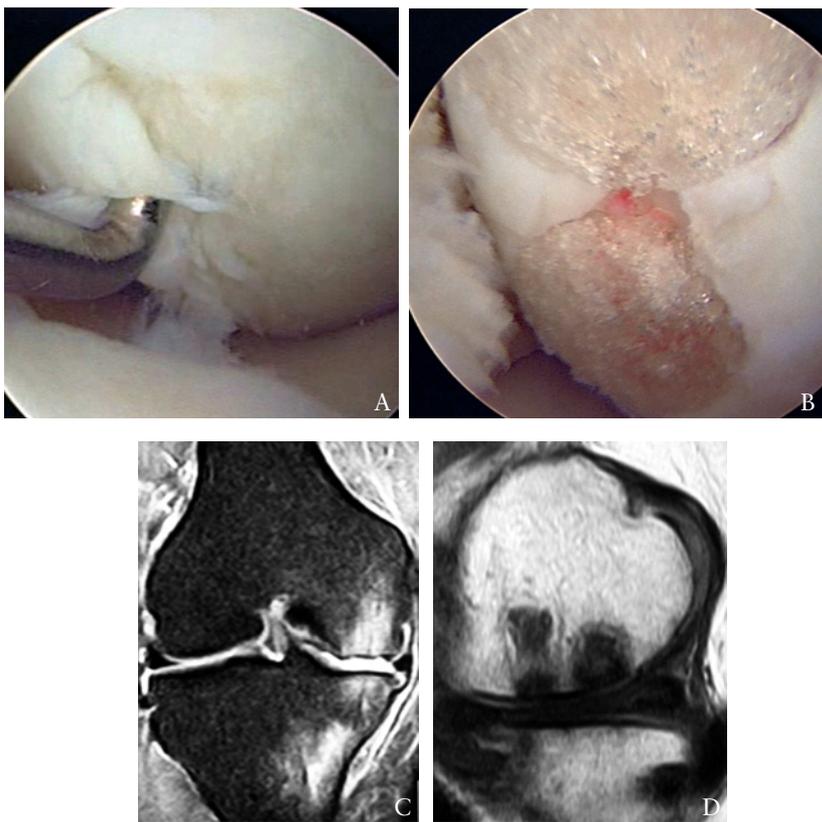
a. lesión inicial, b. colocación de los implantes, c. RM inicial, d. evolución de 36 meses.
